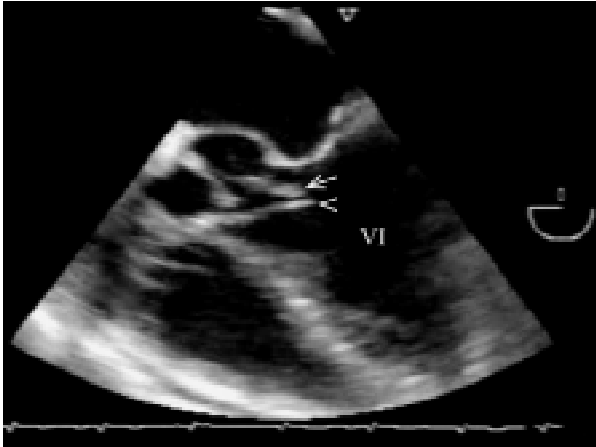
Ecocardiograma transesofágico en donde se observa alteración estructural de la válvula aórtica, con dos imágenes filiformes móviles, compatibles con vegetaciones, de 12 x 11 mm (flecha), y 8 x 11 mm (punta de flecha), que se introducen en el ventrículo izquierdo (VI).
